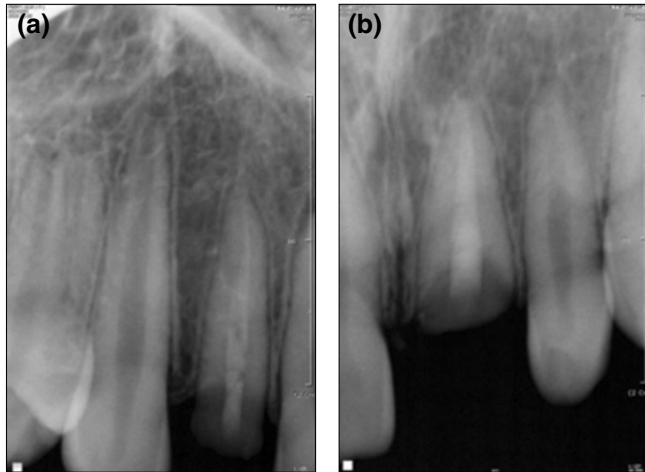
Radiographs at first visit. (a) Before removing the crown fragments. (b) After removing the crown fragments.
